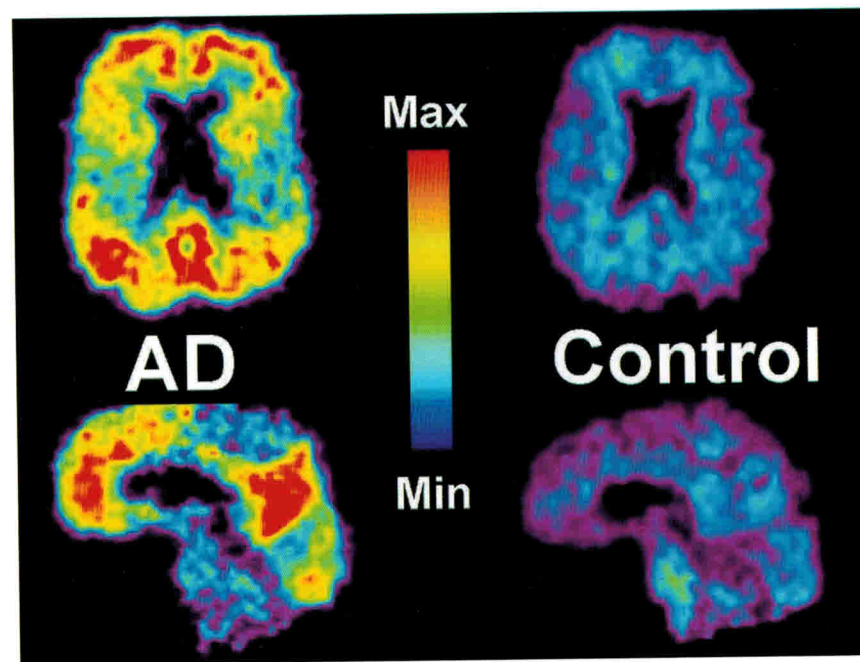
ПЭТ-сканирование при болезни Альцгеймера. Введенный в организм Питтсбургский состав В скапливается в мозге, закрепляясь за отложениями бета-амилоида (слева). Справа — мозг пожилого человека без признаков болезни Альцгеймера. <https://ru.wikipedia.org/wiki>
